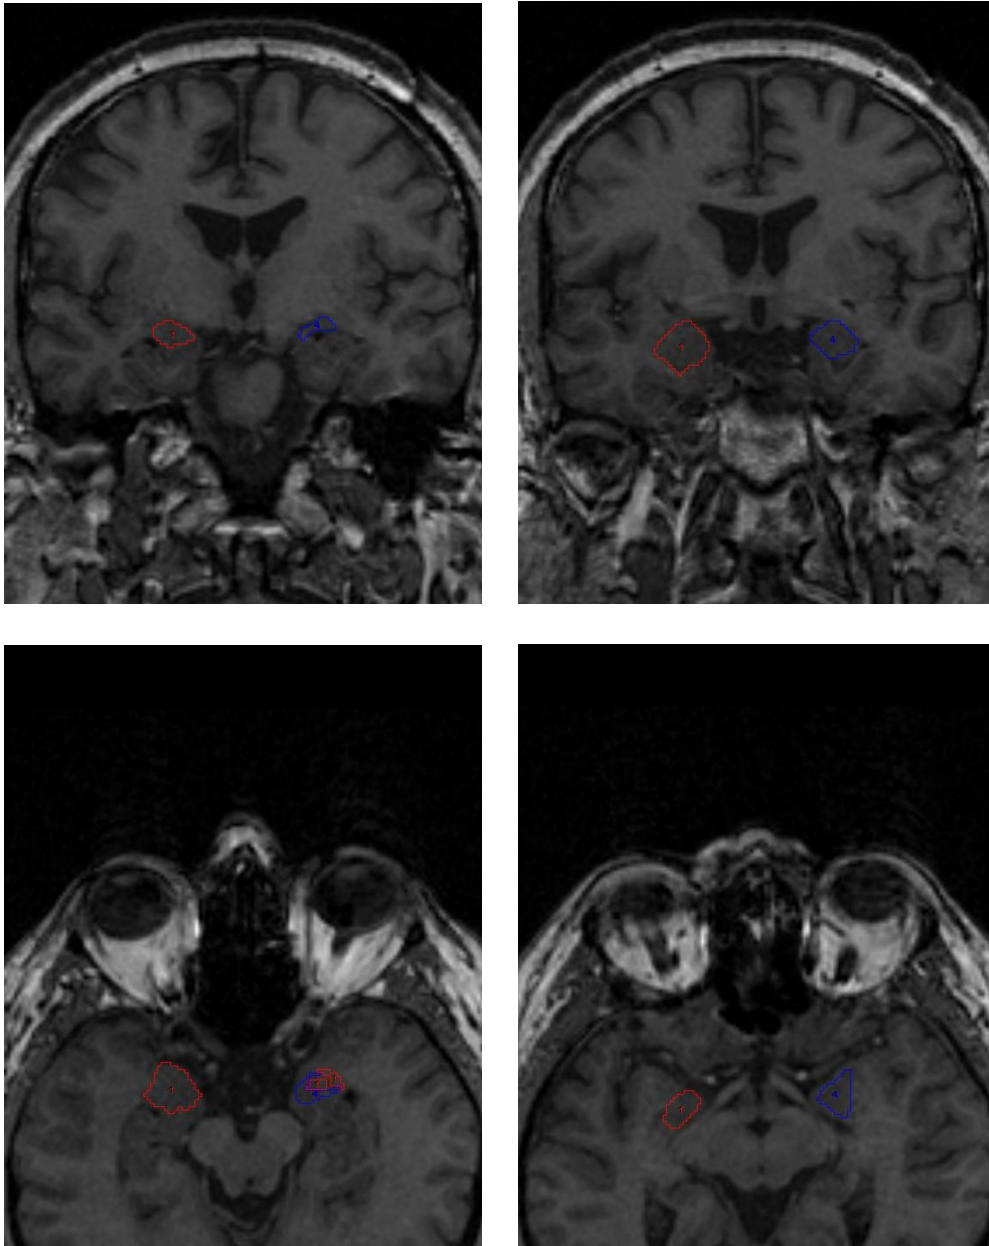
MRT-Bild des Kopfes mit Messung der Amygdala in coronaren und transversalen Schichten. Das Volumen der Amygdala befindet sich jeweils innerhalb der roten/blauen Konturen. Oben links und rechts: coronare Schnitte, Begrenzung inferior durch entorhinalen Kortex, superior durch eine horizontale Linie zwischen Tractus opticus und Fundus des Sulcus circularis der Insula. Unten rechts und links: transversale Schichten, Begrenzung medial posterior-superior durch Cisterna Ambiens, anterior und inferior durch entorhinalen Kortex, lateral durch inferiores Horn des lateralen Ventrikels.
